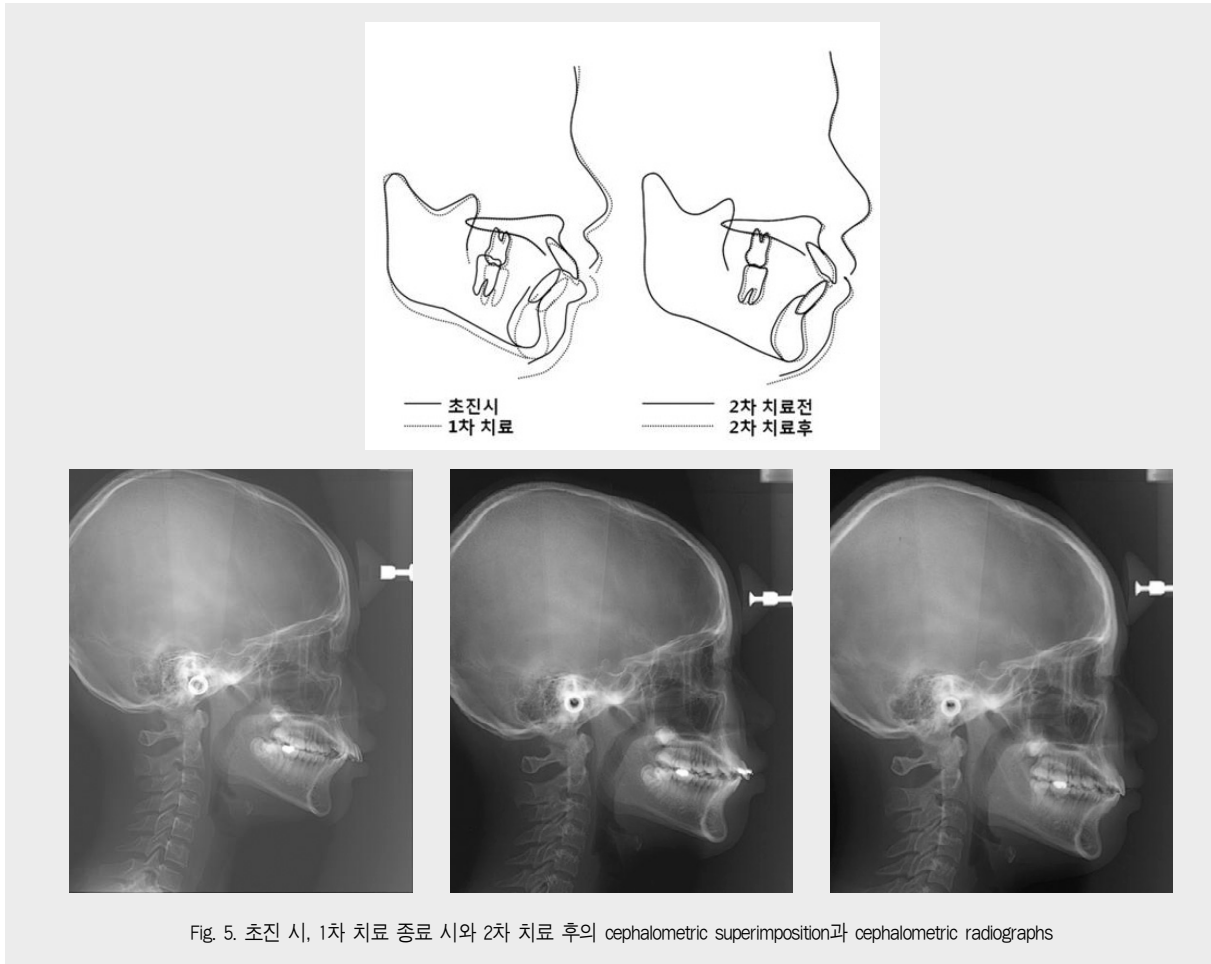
초진 시, 1차 치료 종료 시와 2차 치료 후의 cephalometric superimposition과 cephalometric radiographs
